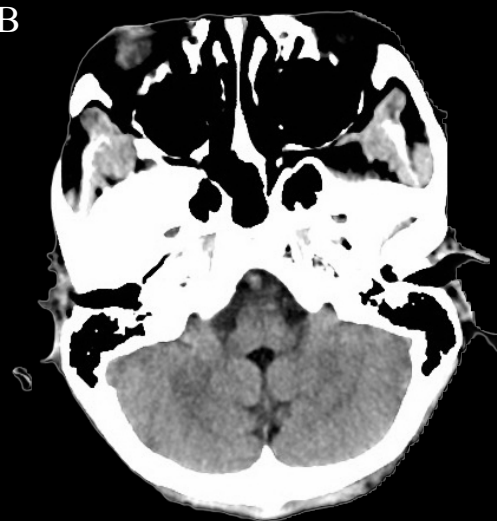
Secção transversal (axial) do encéfalo ao nível do bulbo. RNM (A) e TC (B). Observa-se o formato do bulbo semelhante a uma borboleta ou um trevo de quatro folhas neste plano de secção. É possível observar a importante relação das tonsilas do cerebello com o bulbo. As diferenças morfológicas entre o córtex cerebelar e o corpo medular do cerebello (árvore da vida) são perceptíveis neste plano. Também é possível identificar as artérias vertebrais que ascendem anteriormente ao bulbo nos exames por imagem.
